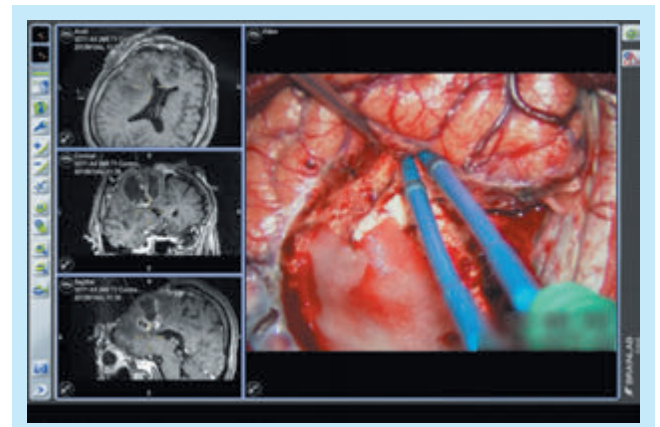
(a)：手術ナビゲーションは術中MRI上における外科操作位置を三次元的にリアルタイムで示す。
